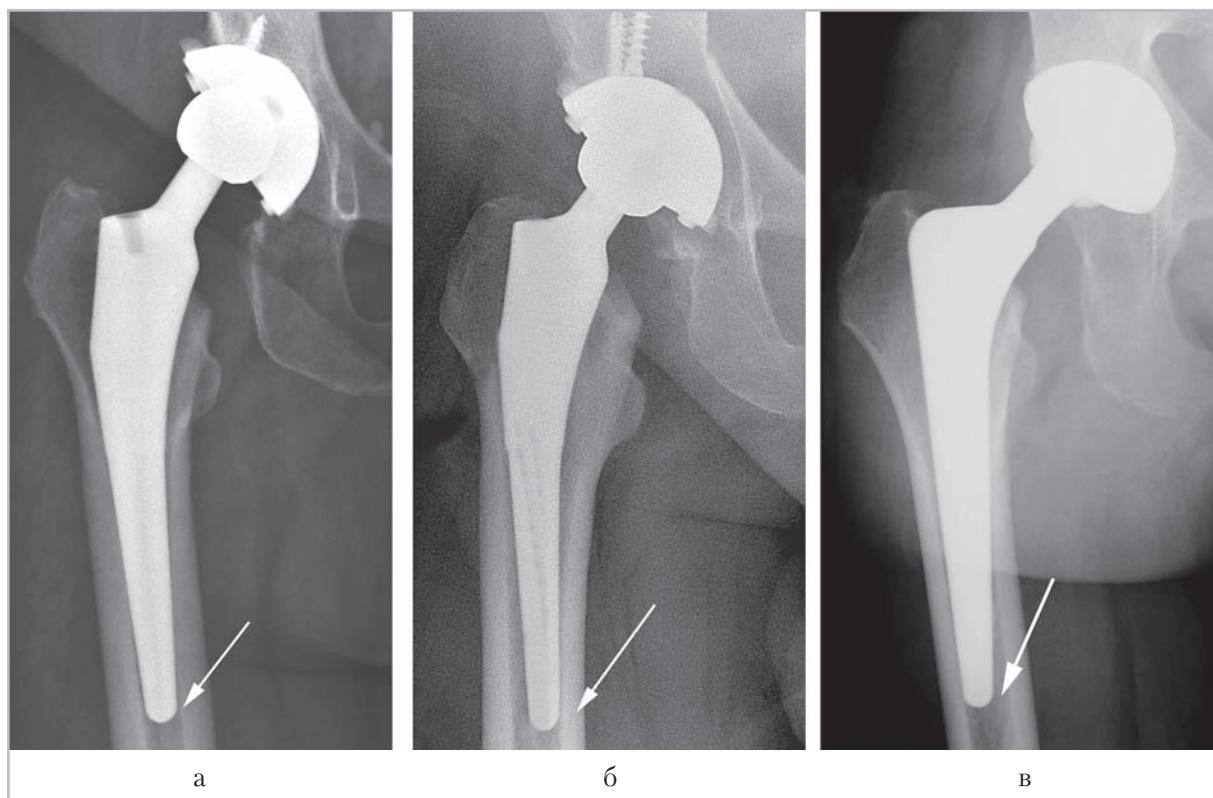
Послеоперационные рентгенограммы тазобедренных суставов в прямой проекции, на которых представлены варианты положения ножки эндопротеза (стрелки): а — центральное; б — варусное; в — вальгусное
